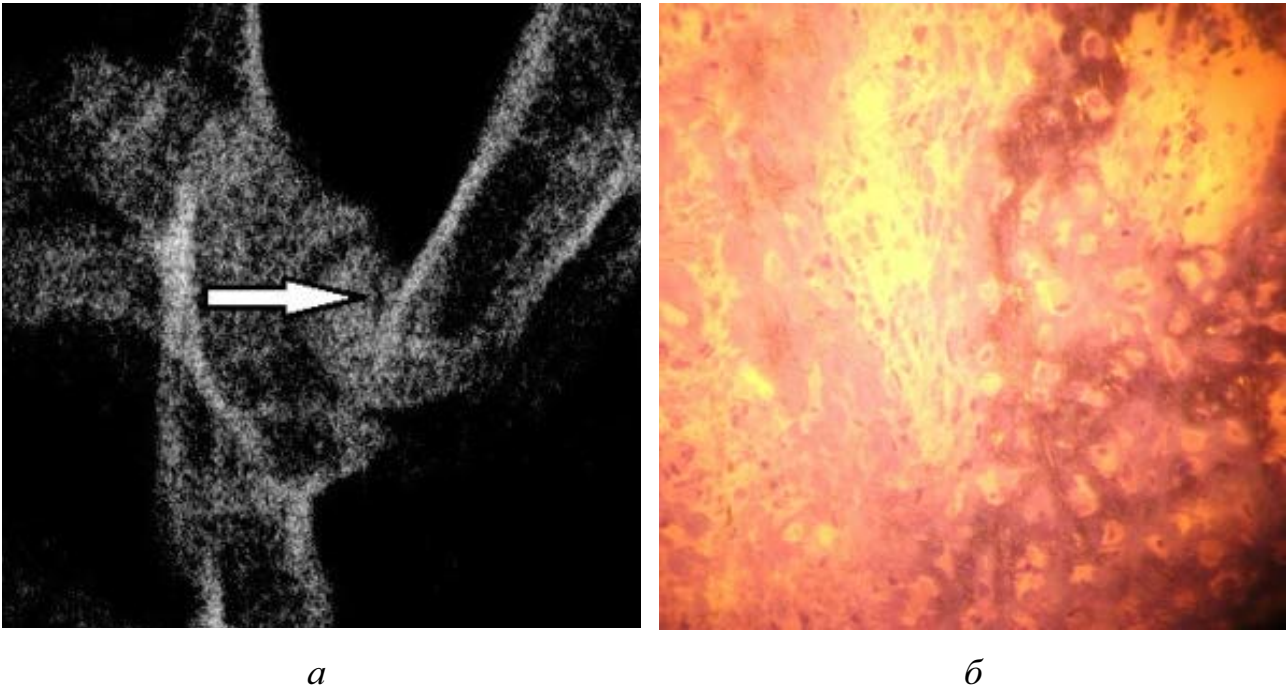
Рентгенологическое (а) и микроскопическое (б) структурные изменения костной ткани вследствие хронической ишемизации. Окраска толуидиновым синим. Ув. $\times 50$
